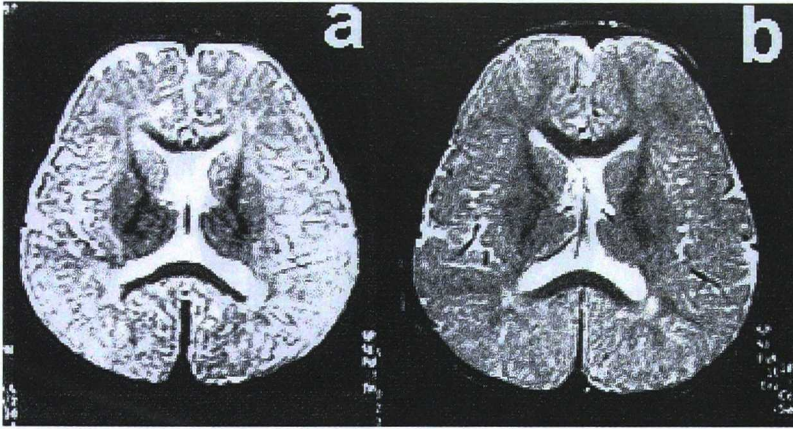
RM cerebral en el paciente n° 9. a, Imágen axial potenciada en T2, obtenida a los 15 meses de edad. Observamos mielina (hipointensa) a nivel de cápsulas internas y cuerpo callosos, con gran escasez de mielinización del resto de sustancia blanca. b, Imágen potenciada en T2 al mismo nivel que la anterior, realizada 8 meses más tarde. El progreso en la mielinización es evidente, sobre todo en lóbulos frontales, aunque también en sustancia blanca subcortical occipital.
